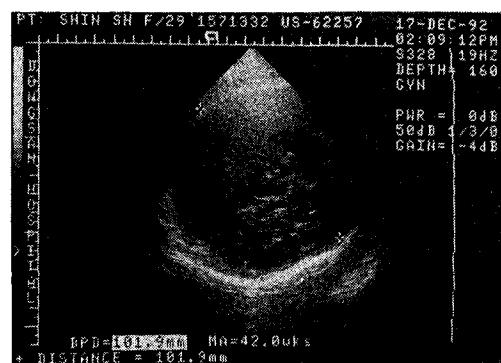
Ultrasonogram showing a relatively large head than normal gestational age.
